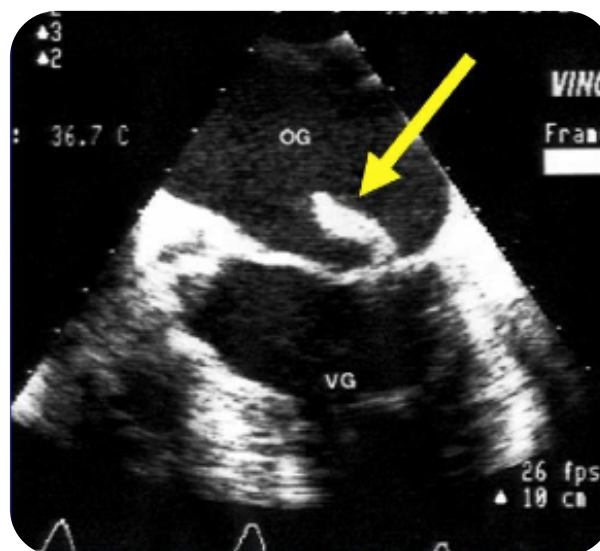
végétation mitrale (flèche) étudiée en échocardiographie transoesophagienne :
